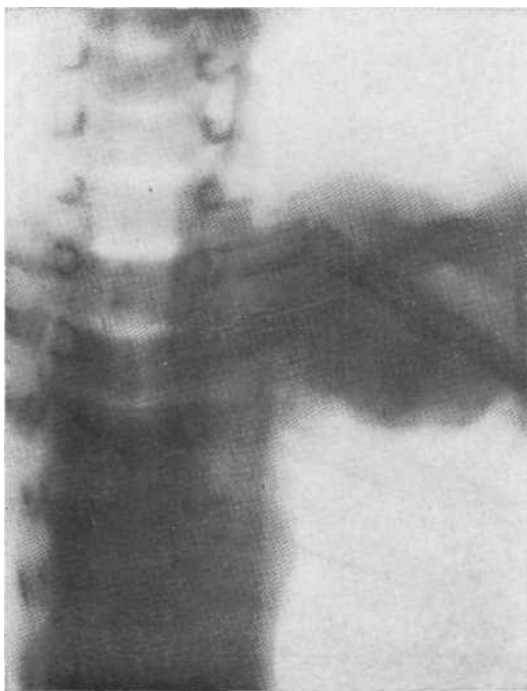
Томограмма в прямой проекции. Затемнение верхушки легкого с бугристыми и не совсем четкими нижними контурами. Ребра не изменены. Неврологических симптомов нет. Диагноз периферического рака доказан с помощью трансторакальной пункции и на операции.
